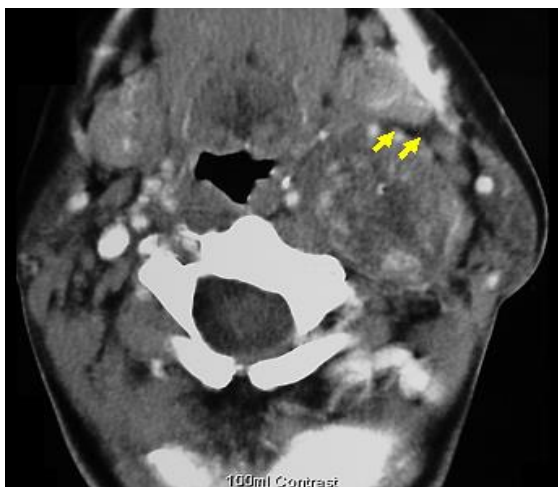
Tomografía computarizada de un schwannoma vagal retroestíleo en el que se
